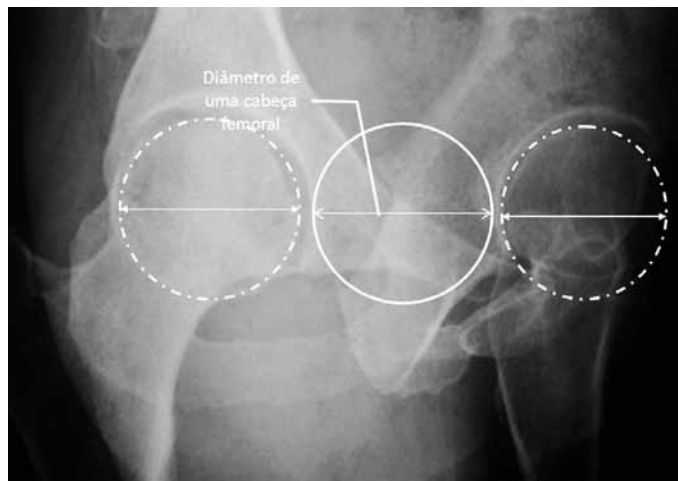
Radiografia falso perfil de Lequesne executada com técnica correta. Observar a distância entre as duas cabeças correspondente a um diâmetro das mesmas.
